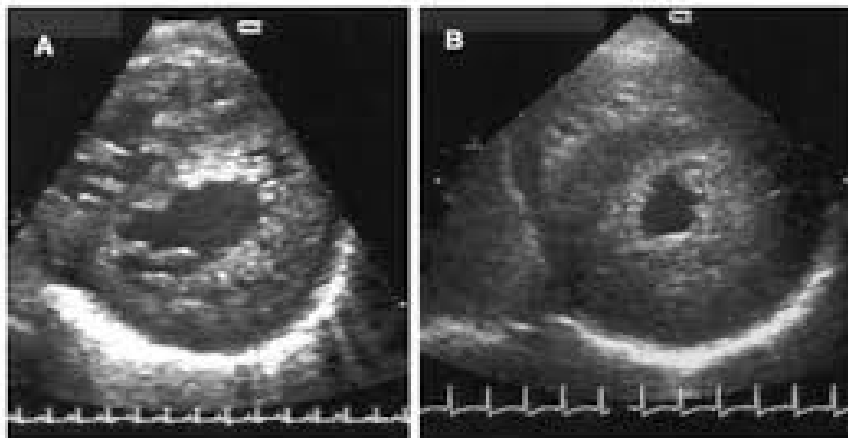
Transthoracic echocardiogram demonstrating "undulating phenotype." A, Initial presentation of dilated left ventricle and subsequent remodeling to B, hypertrophic LVNC.
